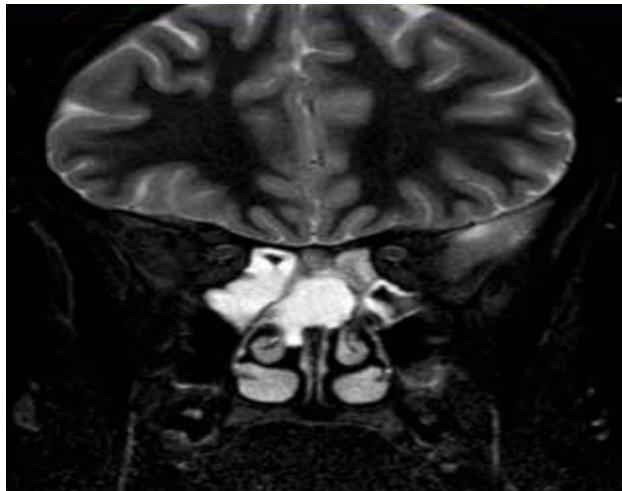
Corte coronal de la resonancia magnética, secuencia T1 con contraste de los senos paranasales.
